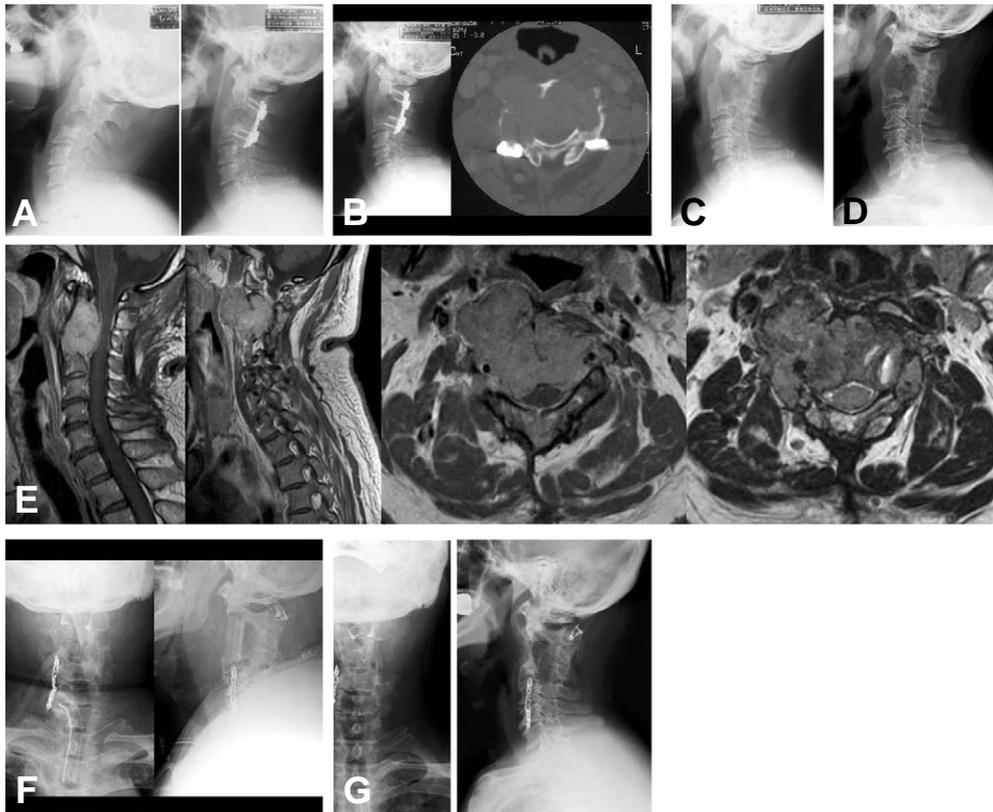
(A) Preoperative films shows osteolysis of C3 vertebra, and post operative film shows. AIF with posterior stabilization at C2-4. (B) Plain film and CT show local recurrence at POD 2 years. (C) Anterior and posterior resection and anterior interbody fusion (AIF) with iliac strut graft. (D) Plain film shows local recurrence at POD 6 years. (E) MRIs show local recurrence at previous op. site and adhesion with rt. carotid artery and vein. (F) Intralesional excision, AIF at C2-4 with autogenous fibula & allogenic chip bone graft. (G) Plain films show partial resorption of grafted fibula at POD 3 years.
